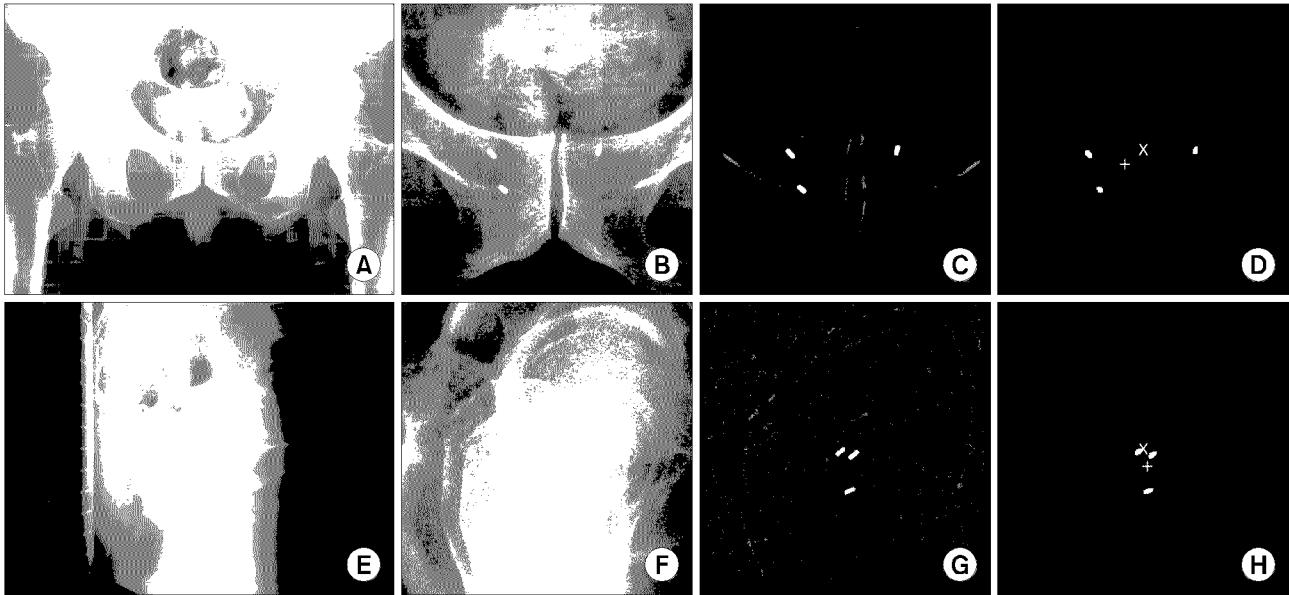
Seed marker detection procedure for orthogonal kV x-ray images: (A~D) source gantry angle  $0^\circ$ ; (E~H) source gantry angle  $270^\circ$ . (A), (E) raw data; (B), (F) cropped image; (C), (G) filtered image using Top-hat transform; (D), (H) detected seed markers and calculated image center ( $\times$  mark) and center-of-mass ( $+$  mark)
